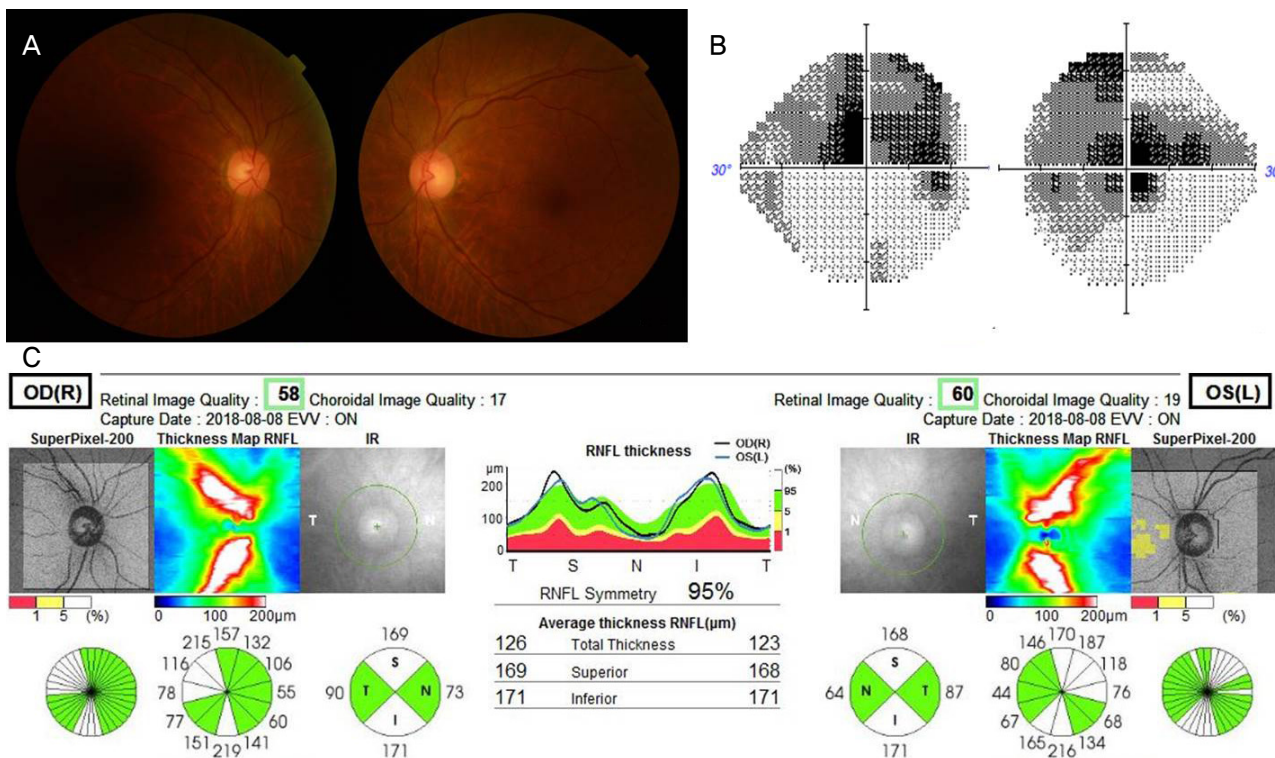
Initial FP, VF, and OCT findings. (A) FP shows slightly hyperemic disc on both eyes. (B) VF shows both central scotoma and left eye scotoma is bigger than right eye. (C) OCT shows edematous RNFL on both eyes. FP = fundus photo; VF = visual field; OCT = optical coherence tomography; RNFL = retinal nerve fiber layer; S = superior; N = nasal; I = inferior; T = temporal.
